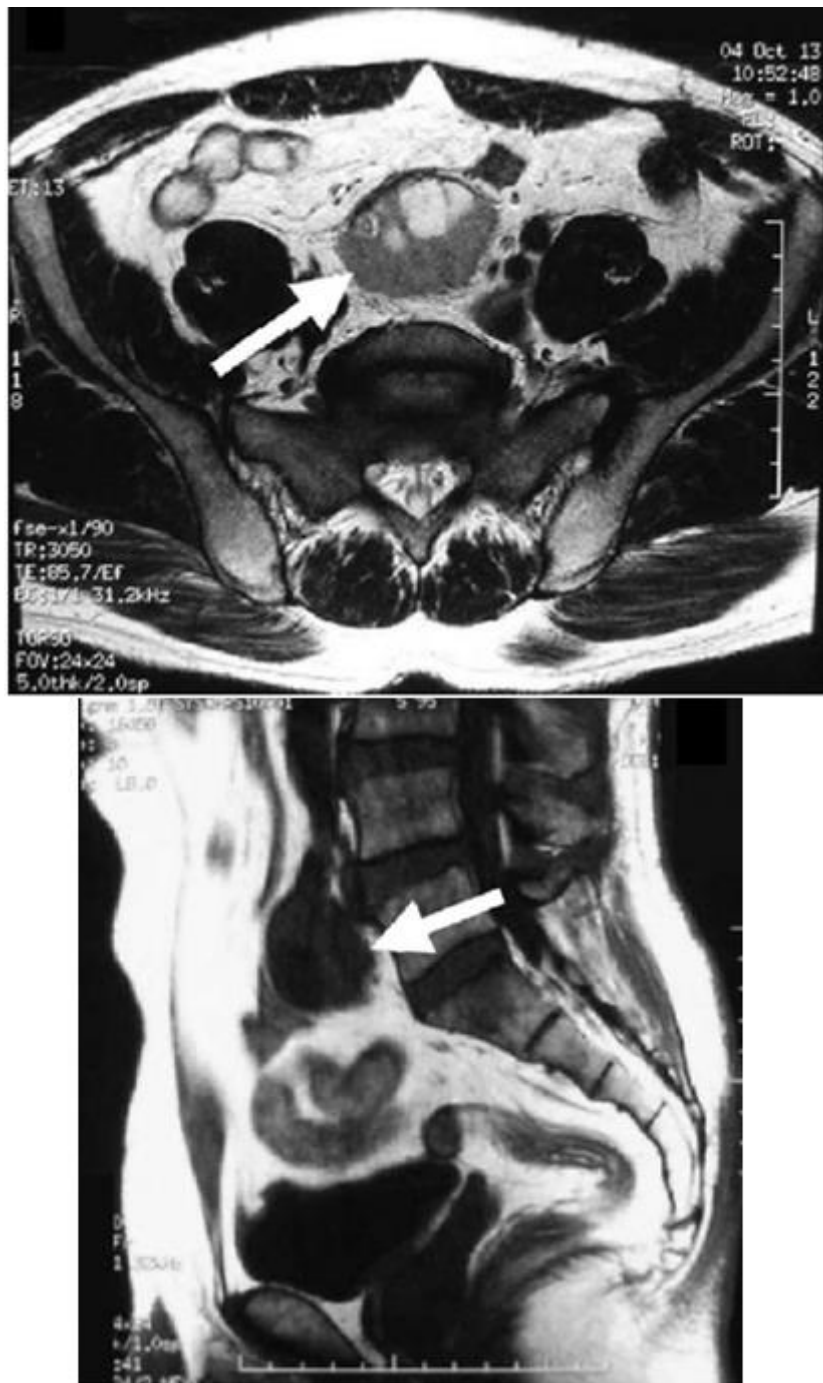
IRM pelvienne. Masse bien limitée hypo-intense en T1 hyper-intense en T2 d'une TMI du rétropéritoine [42].
